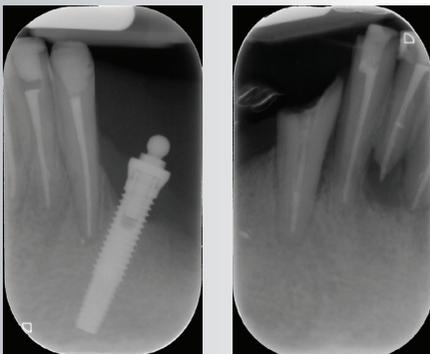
Рентгенография до лечения
